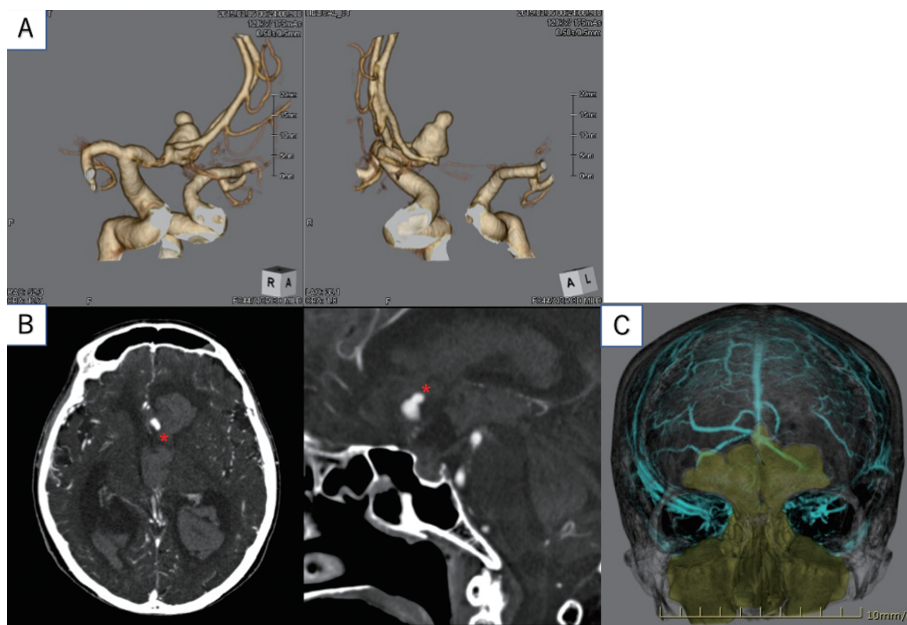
3D CT angiography and 3D bone CT on admission. A: The ACA aneurysm is 12.6 mm×8.5 mm in dia. and the aneurysm neck is 3.9 mm, projecting left and upward. The bleb of the aneurysm protruding in the left lateral ventricle (B) and the large frontal sinus (C) were observed.
